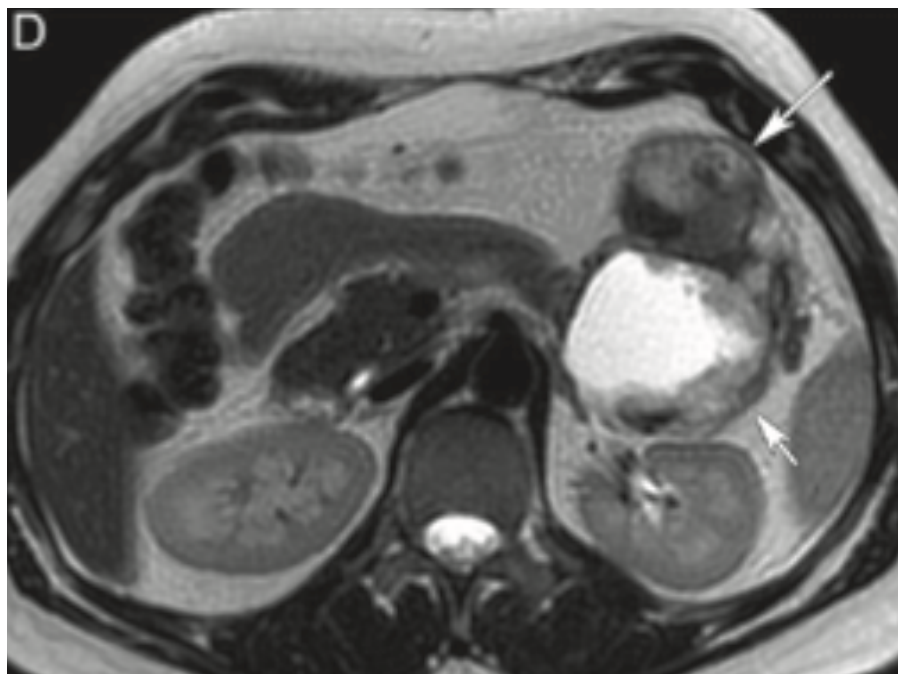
Neoplasia sólida pseudopapilar RM(18)
